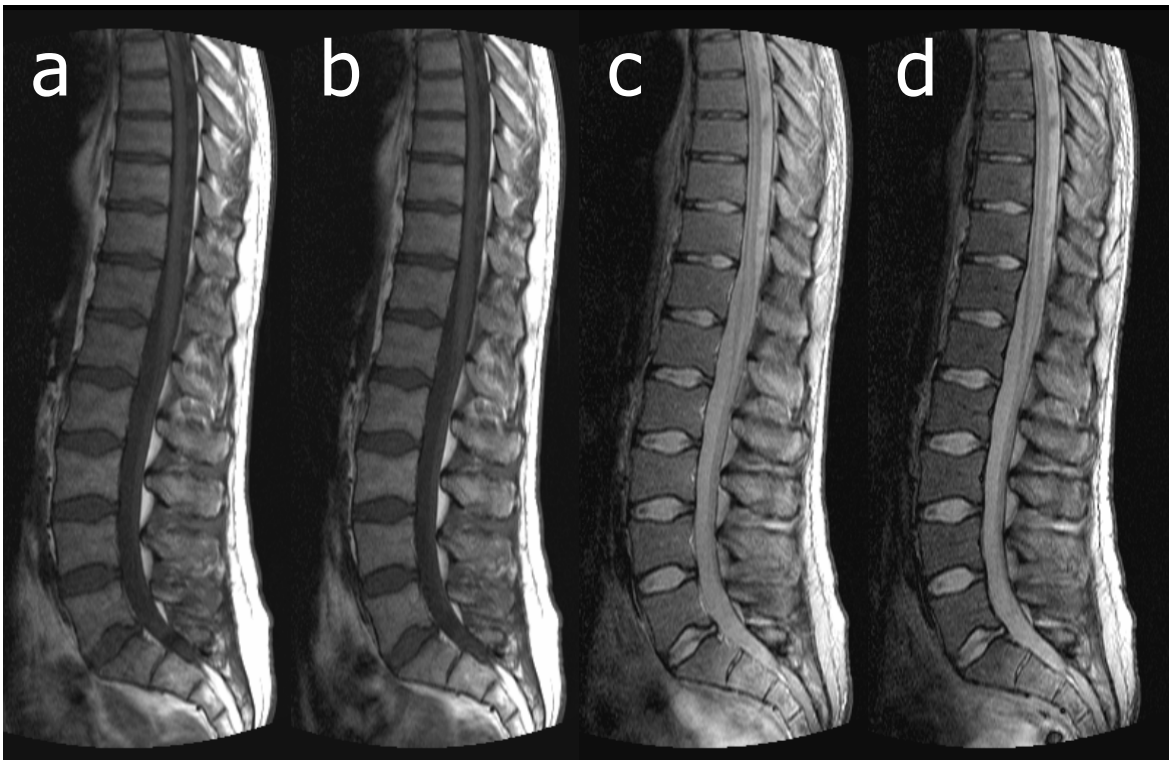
MRT-Aufnahmen der lumbalen und unteren thorakalen Wirbelsäule eines 24-jährigen Mannes. Bild (a) und (b) zeigen die sagittale T1-gewichtete TSE-Sequenz (500/17 ms TR/TE), Aufnahmen (c) und (d) die sagittale STIR-Sequenz (1150/29 ms TR/TE) jeweils vor bzw. nach Kontrastmittelapplikation. Auf den T1-gewichteten Bildern ist eine leichte, durch Sinerem® bedingte Signalzunahme, auf den STIR-Aufnahmen eine deutliche, negative Signalveränderung zu erkennen.
